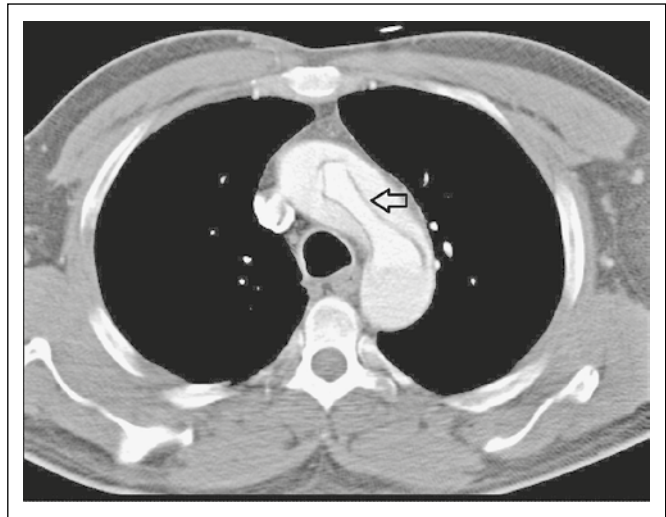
CT-Angiographie des Aortenbogens mit Darstellung des proximalen Dissektats (Pfeil).
